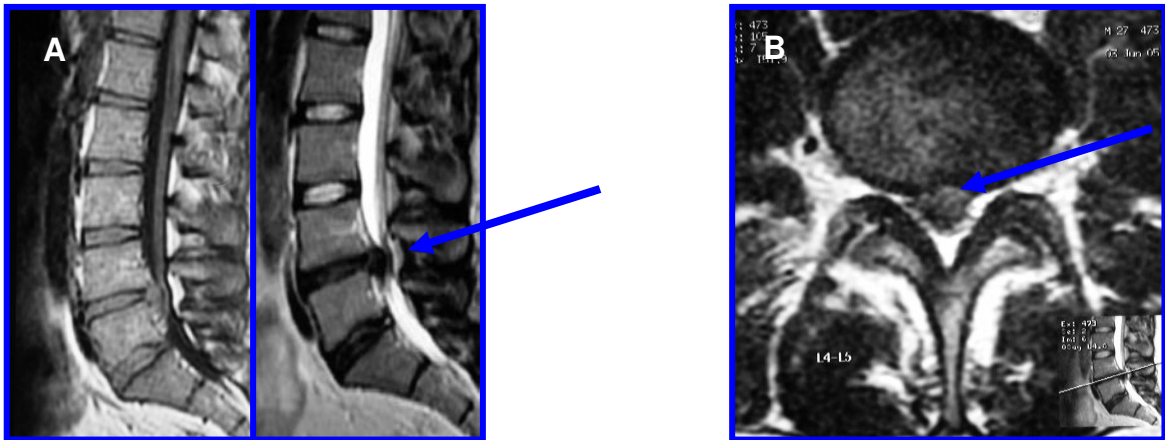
(A, B) IRM en cortes axiales y sagitales en T1 y T2, se observa herniación discal de L4-L5, con importante protusión central, cambios degenerativos Pfirrmann IV.
